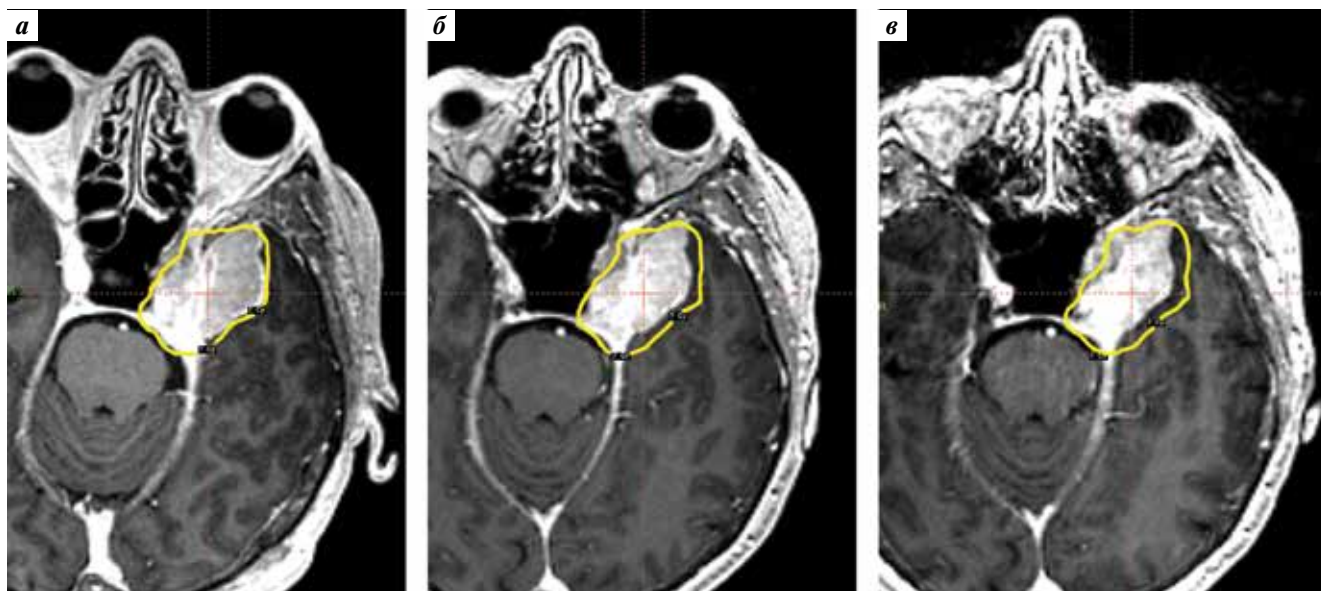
Магнитно-резонансная томография головного мозга в аксиальной проекции с контрастным усилением в режиме T1-взвешенных изображений: а – в день лечения. Размеры опухоли 46 × 27 × 25 мм. Объем опухоли 17,16 см³; б – через 12 мес. Размеры опухоли 44 × 23 × 24 мм. Объем опухоли 13,49 см³; в – через 30 мес. Размеры опухоли 42 × 21 × 24 мм. Объем опухоли 11,81 см³
